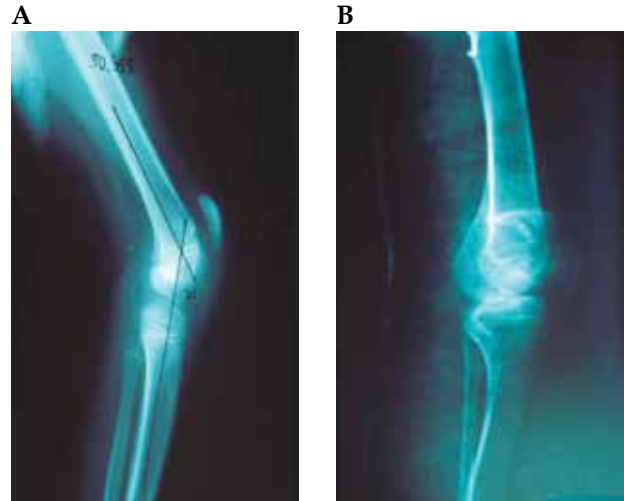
Radiografia de joelho em flexo. A: pré-operatório; B: após correção cirúrgica
